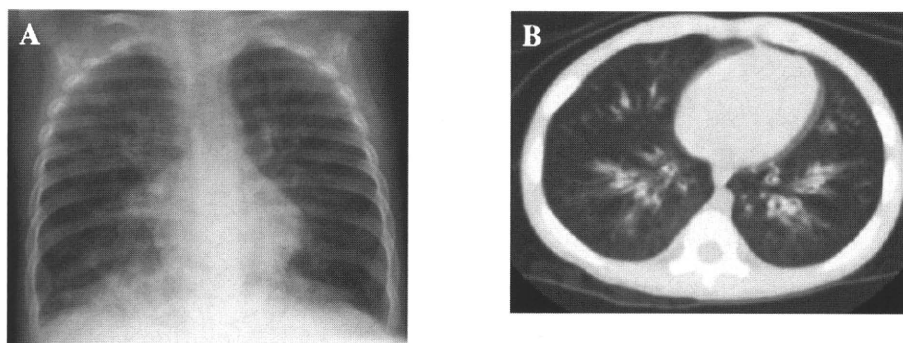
呈示症例の胸部X線写真およびCTスキャン像
